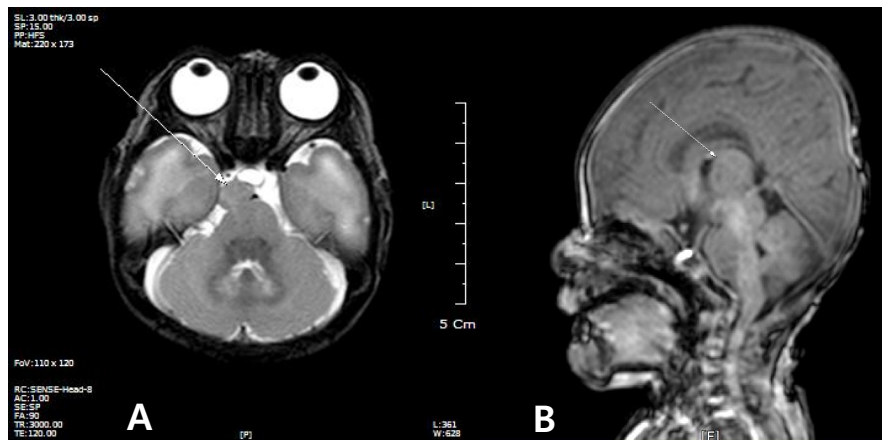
Patient's MRI T2W axial image (A), T1W sagittal image (B) showing a 1 cm in size, iso-intensive round lesion at right suprasellar cistern, connected to right hypothalamus.
